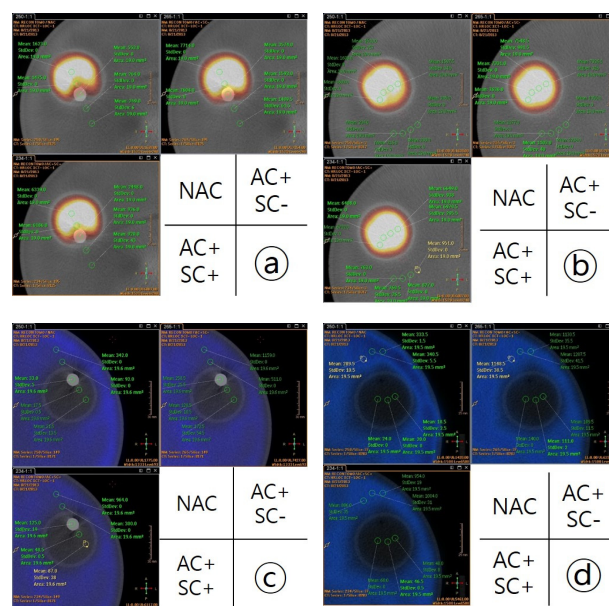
The mean count was measure by setting ROI by 5 times after diving the images reconstructed by the 3 types of CT correction methods into hot & cold cylinder (a, c) which cement existed and hot & cold cylinder (b, d) which cement did not exist.
